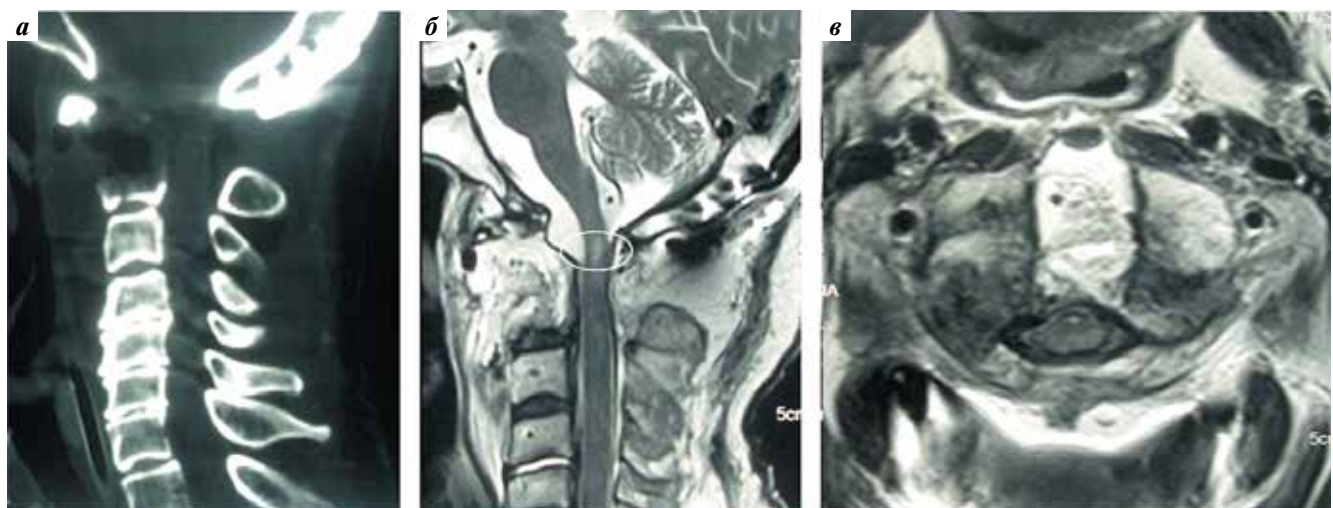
Контрольные спиральная компьютерная томография (а) и магнитно-резонансная томография (б, в)
